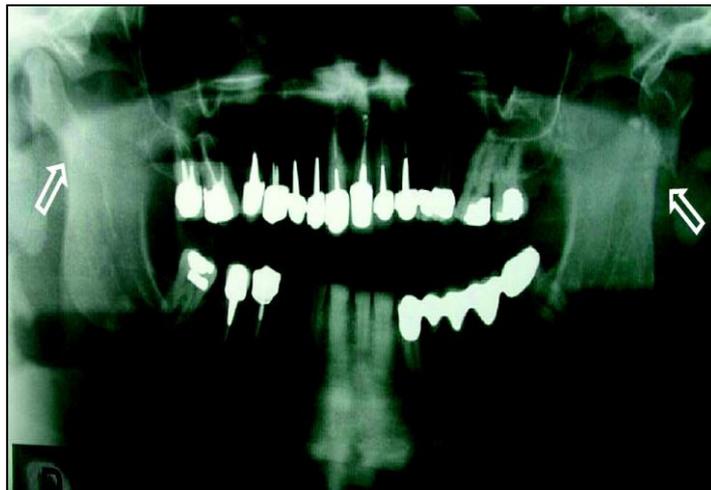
Fractures sous-condyliennes bilatérales (orthopantomogramme) : fracture basse à droite, haute à gauche [11]
